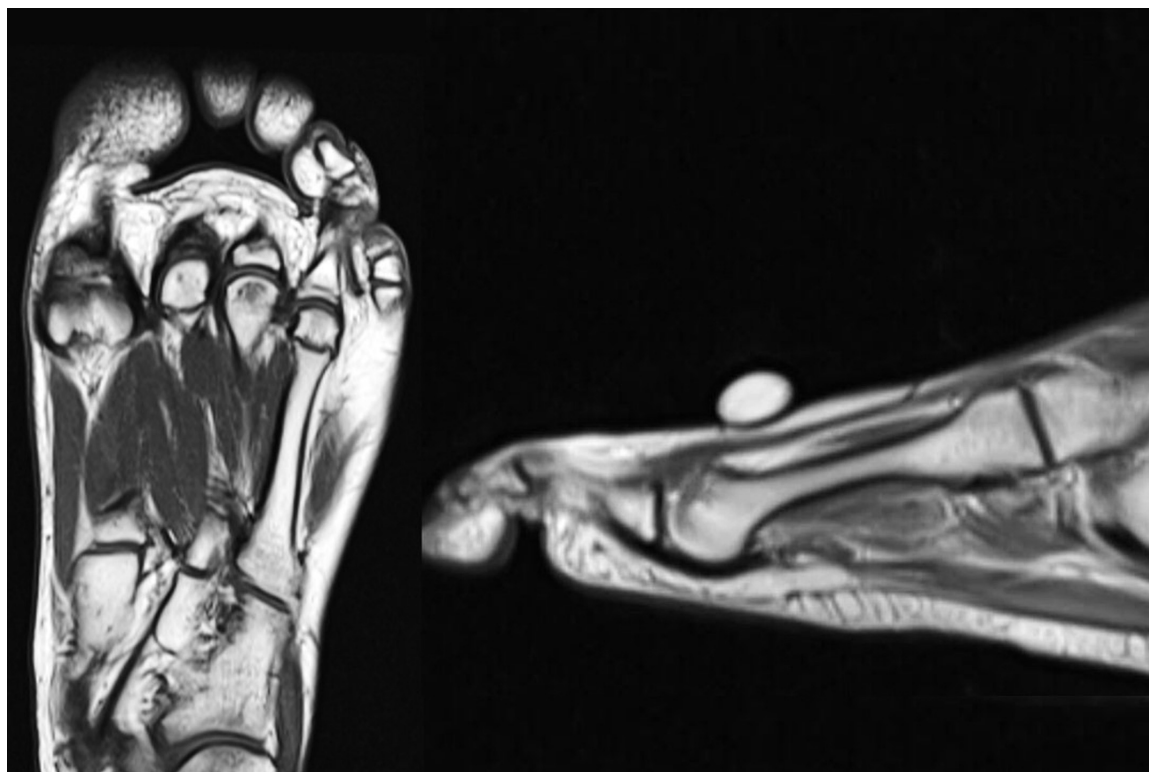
Ressonância magnética pós-operatória (seis meses).
